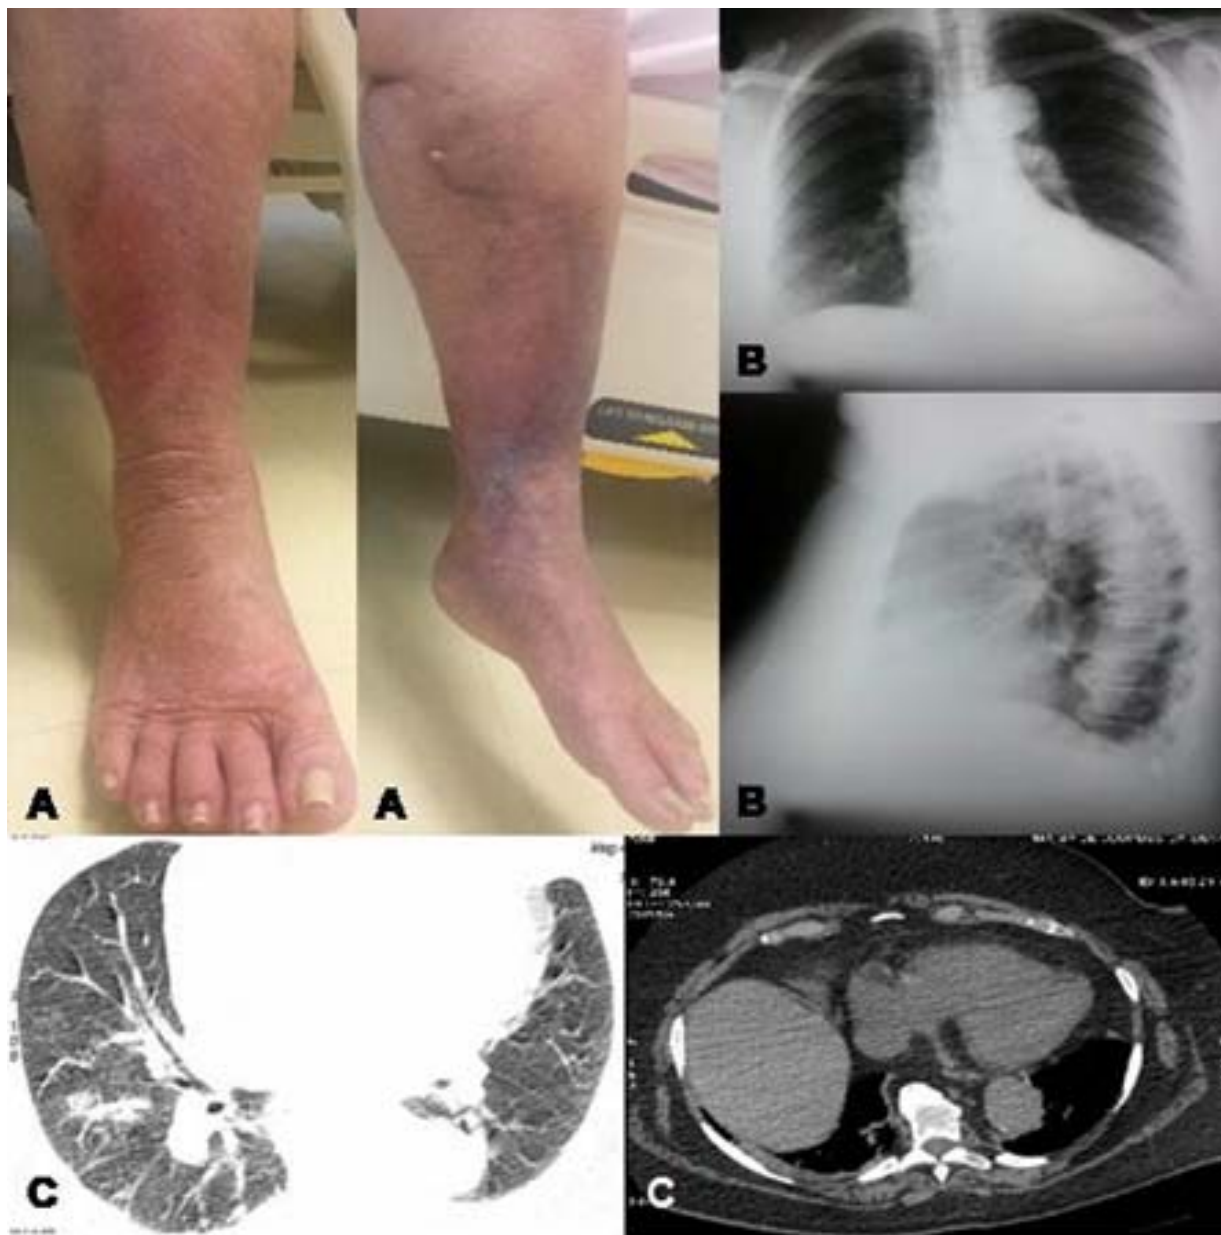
A: Membros inferiores apresentando edema, dermatite ocre e espessamento cutâneo de origem linfática, e alterações ungueais em todos os artelhos; B: Radiografia de tórax mostrando cardiomegalia, seqüela pulmonar na base direita, além de opacificação do seio costofrênico esquerdo; C: Tomografia computadorizada de tórax revelando imagens de opacidade alveolar no lobo médio, de seqüelas no parênquima em bases pulmonares e de bronquiectasias, além de pequeno derrame pleural.
